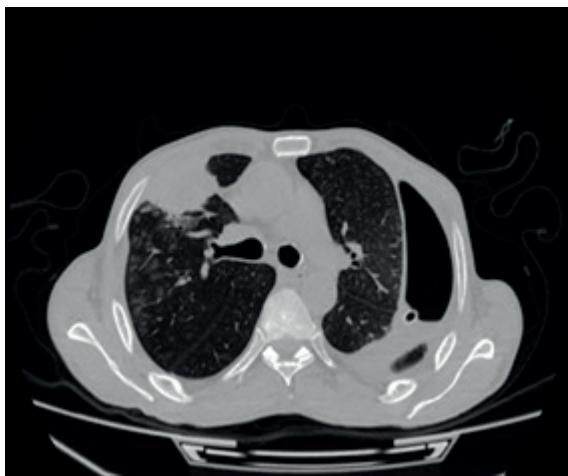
Фотографии МСКТ исследования лёгких: пневмогидроторакс
